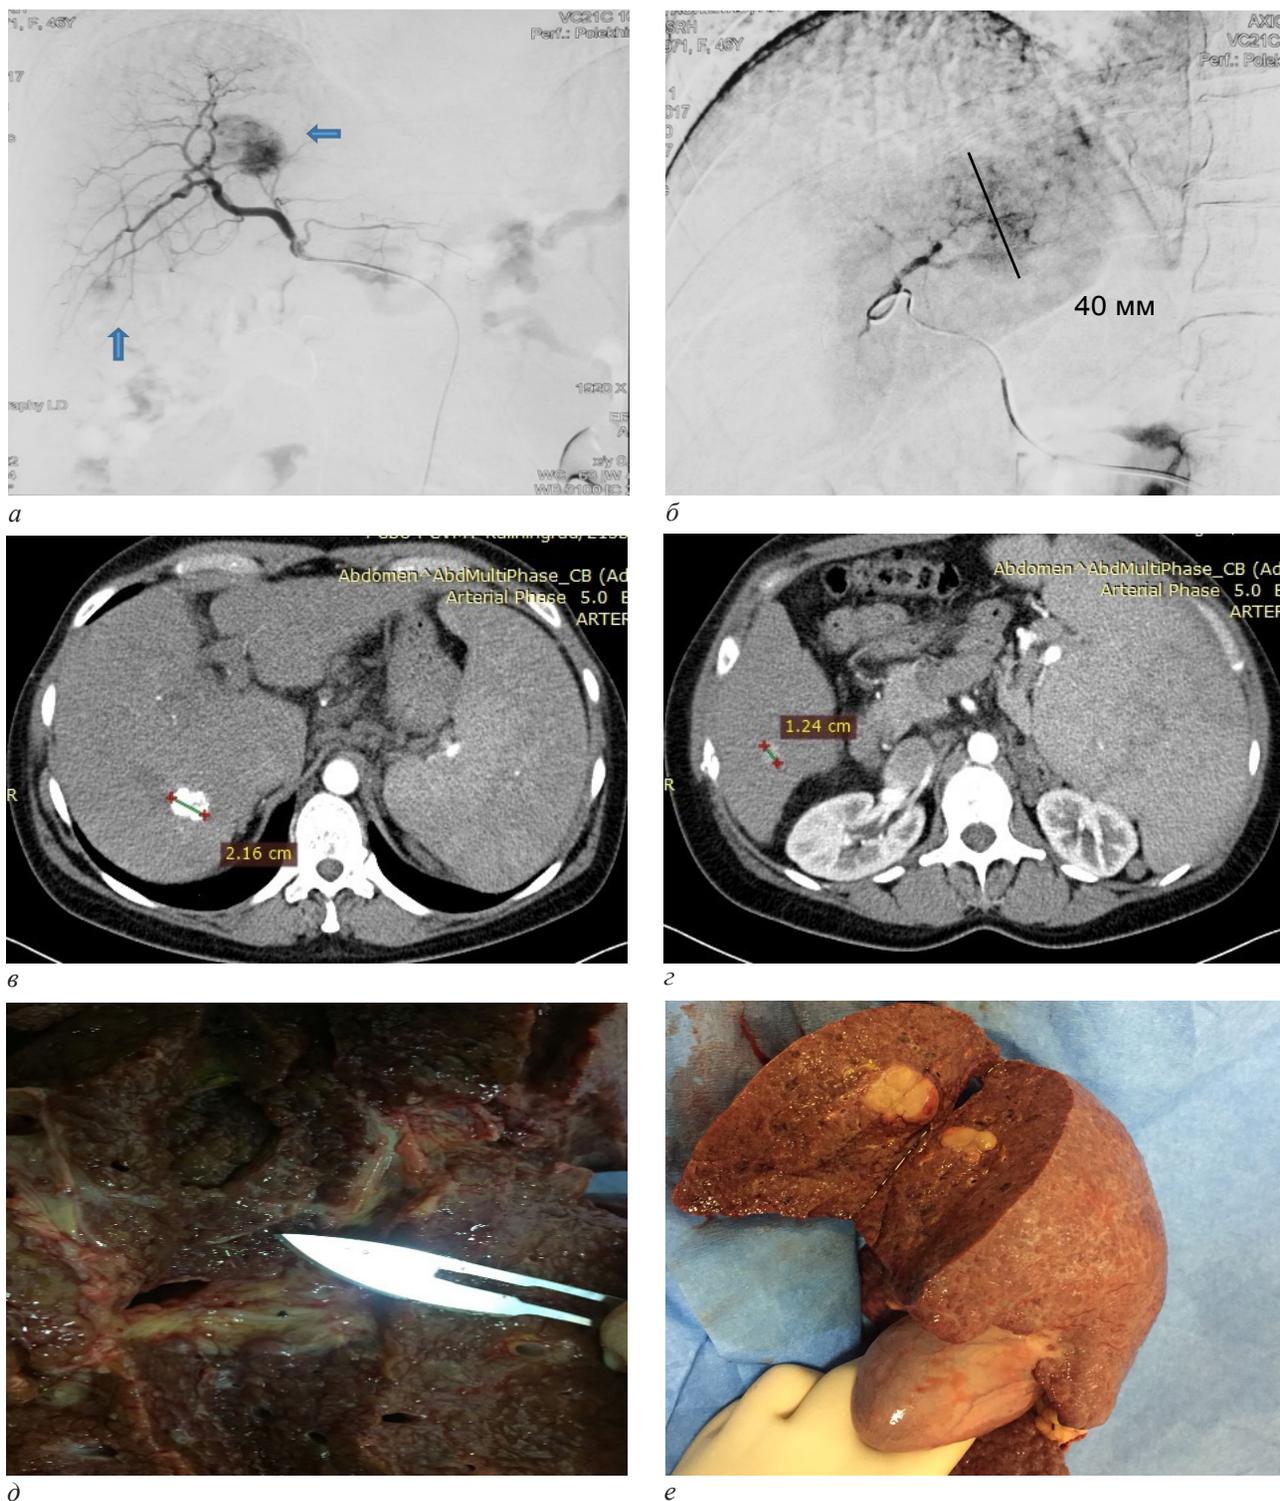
Неoadъювантная ХЭПА у пациента с ГЦР в рамках Миланских критериев: суперселективная масляная ХЭ (наблюдение 15): а – катетеризация и ангиография правой печеночной артерии: определяются два гиперваскулярных очага в правой доле печени (стрелки); б – суперселективная катетеризация и химиомасляная эмболизация наибольшего очага в S5; в, г – компьютерная томография через 4 месяца после двух ХЭПА: очаг в S5 тотально заполнен химиоэмболизатом, контрастное вещество не накапливает, срез ниже предыдущего – опухолевый узел в S6 до 12 мм, без динамики. Частичный ответ (m-Recist); д, е – удаленный препарат, макроскопически: тотальный некроз эмболизированного очага с зоной центрального распада, жизнеспособный узел ГЦР в S6
